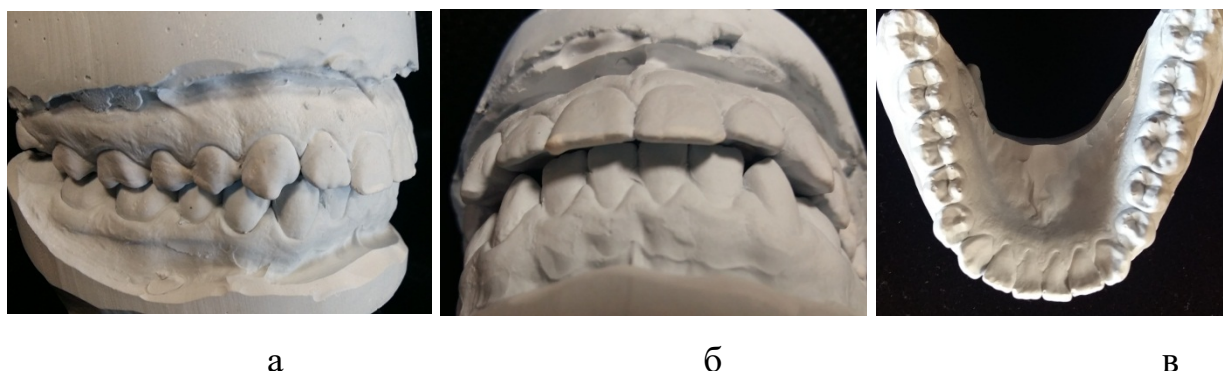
Патологическая протрузия резцов на моделях челюстей (а), щель по сагиттали (б) и краудинг резцов на нижней челюсти.
